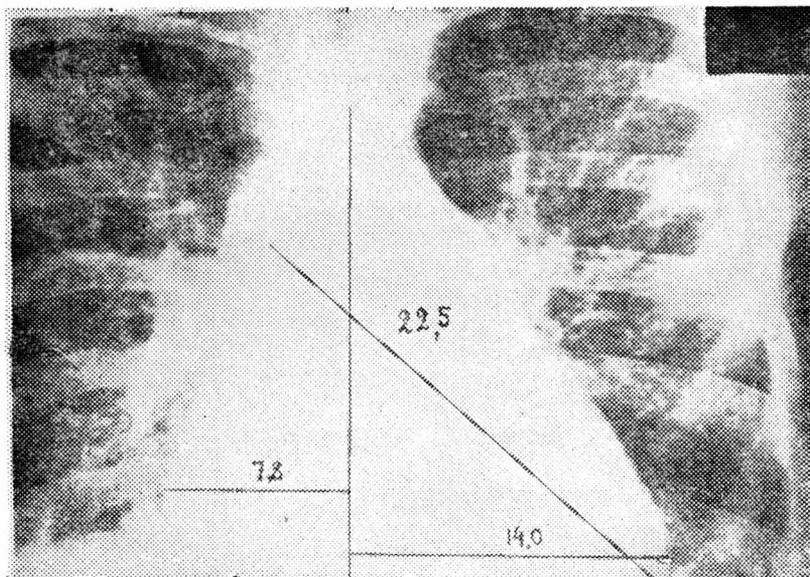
Телерентгенограмма больного П. до дефибрилляции, 28.IX.1965 г. Длинник сердца 22,5 см, поперечник 21,8 см.
